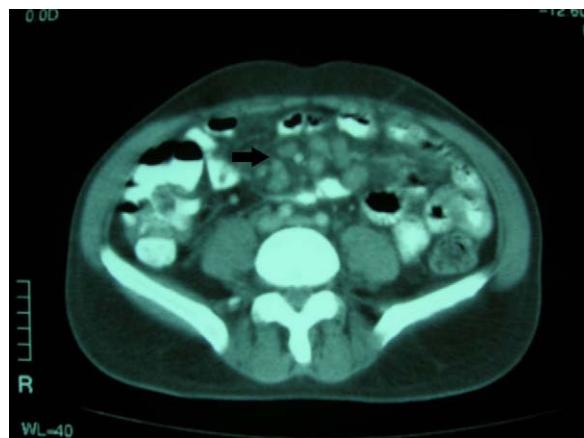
TC abdominal que muestra múltiples adenopatías mesentéricas (flecha) con un diámetro en torno a 2 cm.
